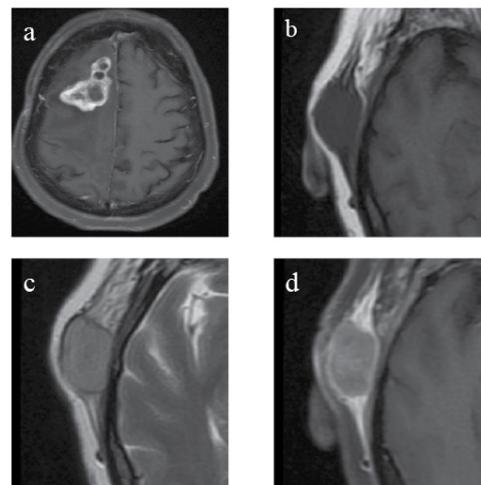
Imágenes por RM cerebral
